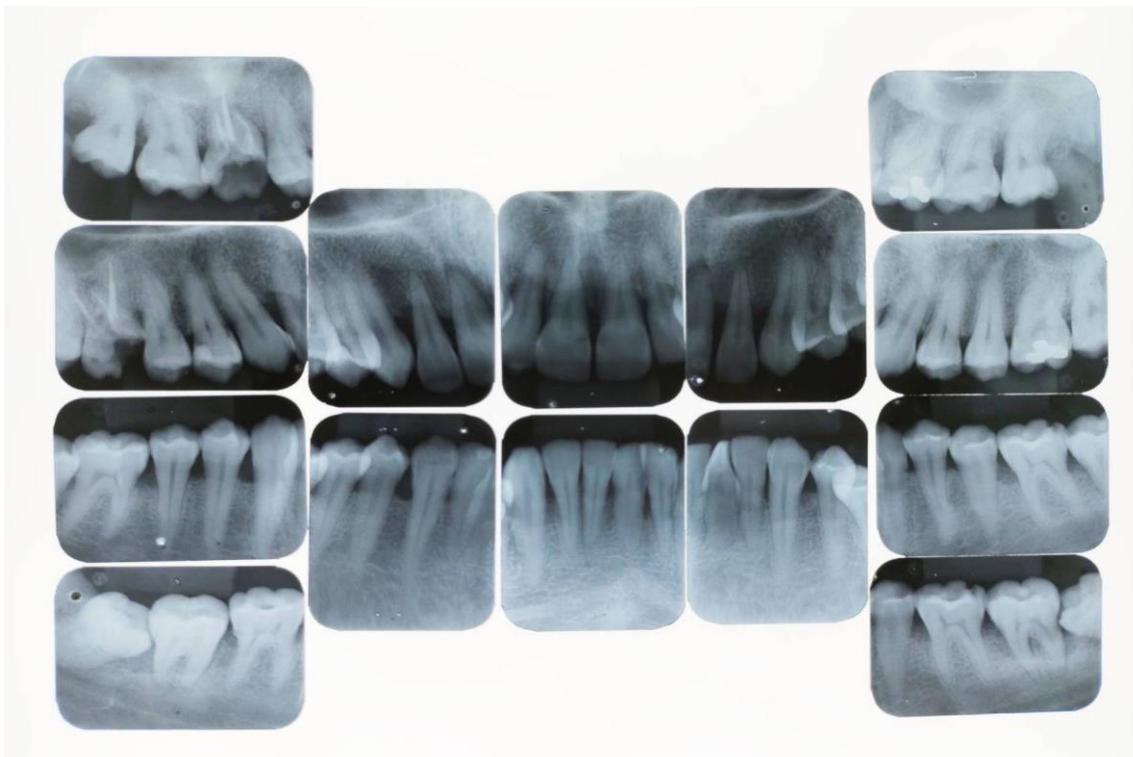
Radiografias periapicais.
